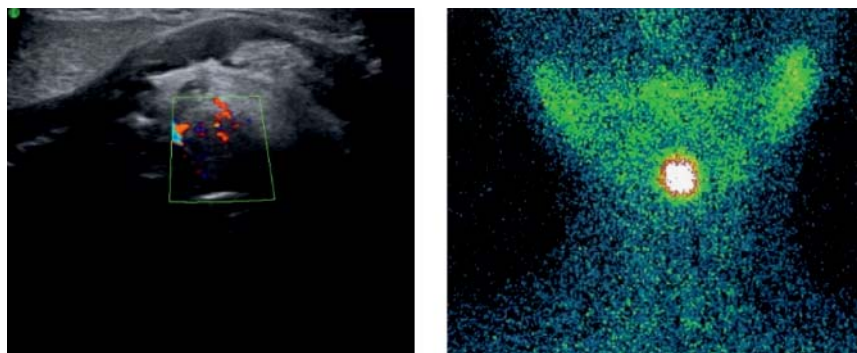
Эктопия щитовидной железы в корень языка: слева данные УЗИ, справа – сцинтиграфии
